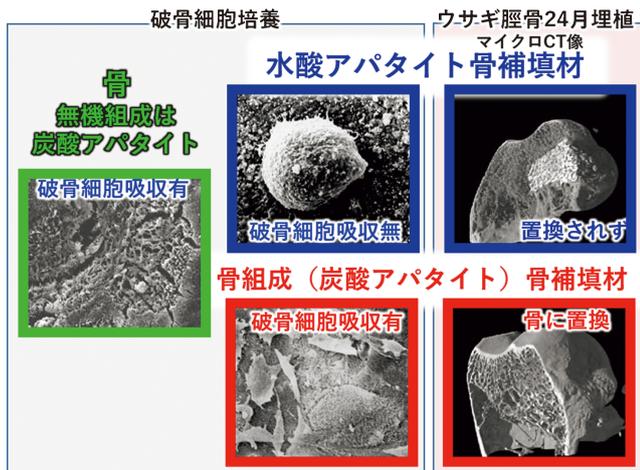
試料表面で破骨細胞を培養した場合のSEM像およびウサギ脛骨欠損を再建した24ヶ月後のマイクロCT像。(オンラインカラー)
